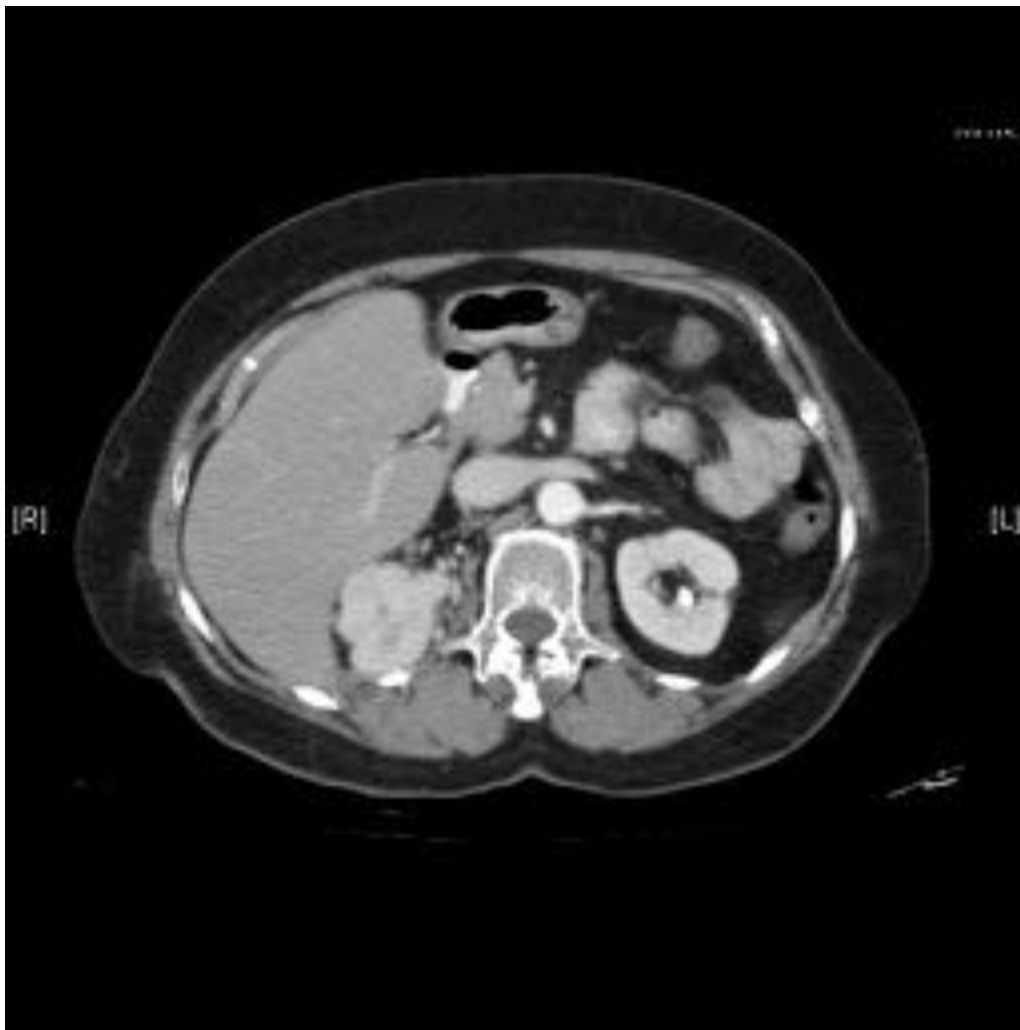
TC con contraste: masa suprarrenal derecha, polilobulada, con intensa captación, ligeramente heterogénea y múltiples vasos en la periferia de la lesión.
